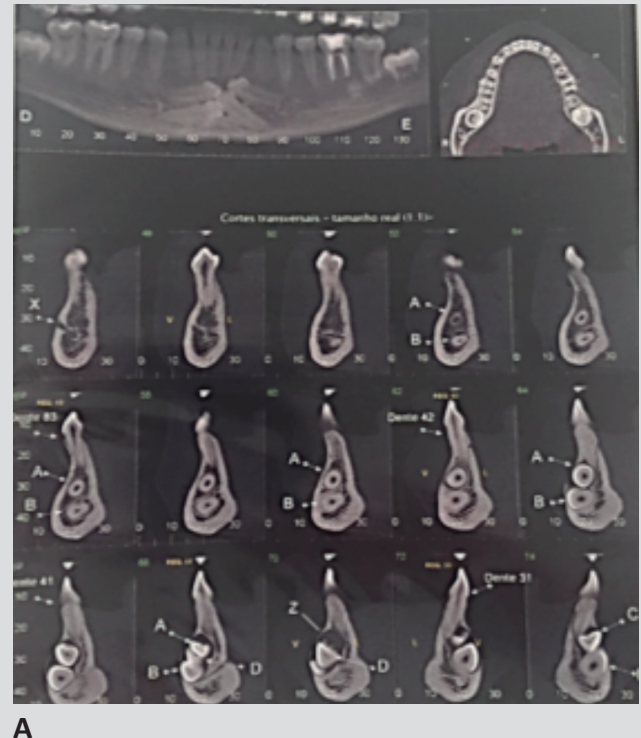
A y B- Computed Tomography (CT) – Mentonian Region.
